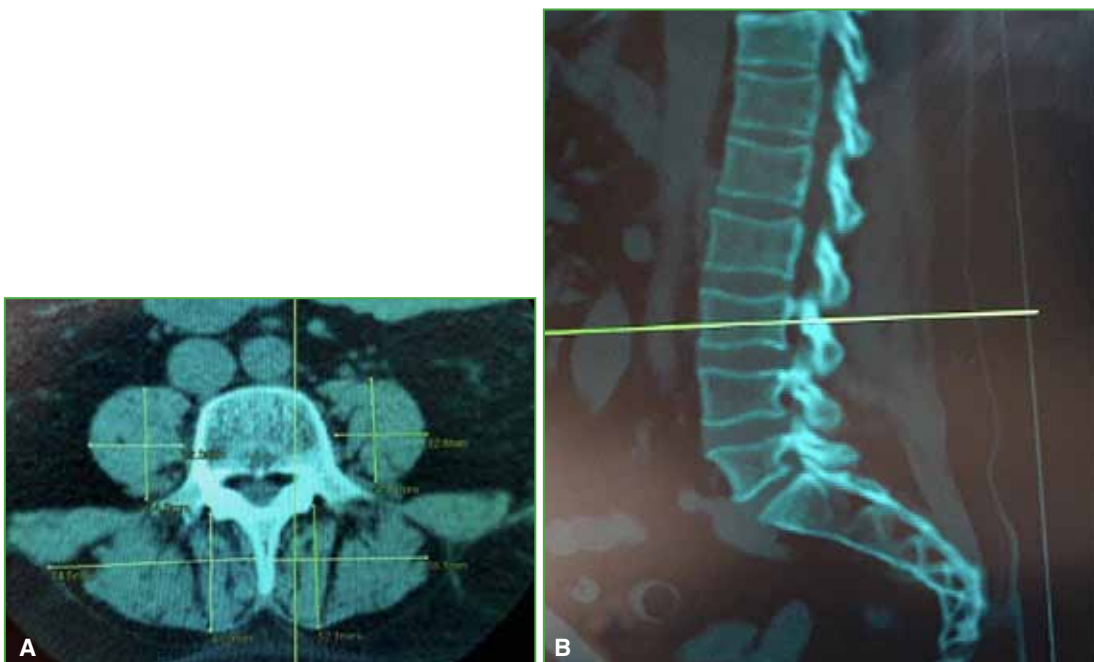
Tomografía computarizada de columna lumbar que muestra la medición de los músculos psoas y los músculos de las goteras paravertebrales. A. Corte axial. B. Corte sagital. Nivel donde se realizan las mediciones (altura de los pedículos).
